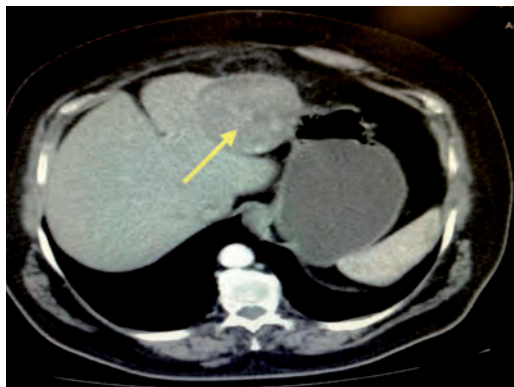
Compresa encapsulada interhepatogástrica (post-colecistectomía abierta) como hallazgo incidental en tomografía computada, 20 años después de la cirugía.⁸
